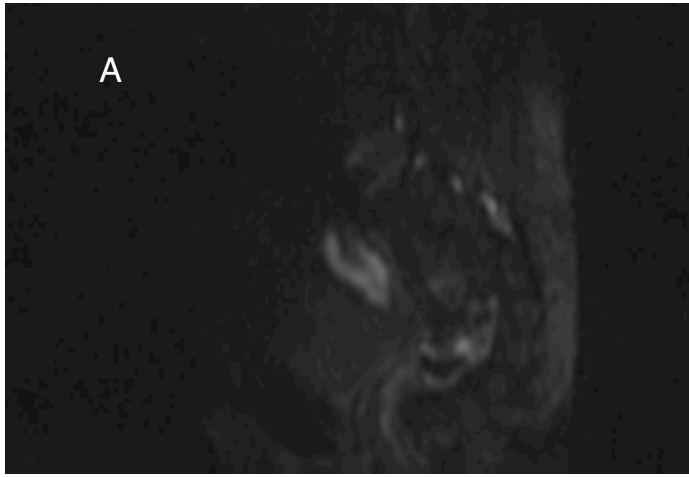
Paziente di 57 anni con carcinoma dell'endometrio. Immagine di DWI (A), mappe di ADC (B) ed immagini PET (C). Interessante notare l'identica morfologia del tumore nelle tre immagini.
